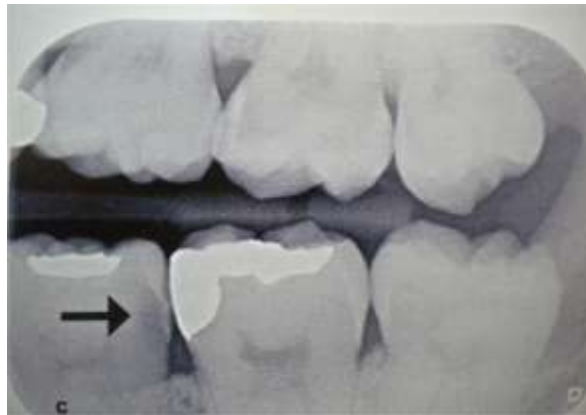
Radiographie rétro-coronaire mettant en évidence une lésion proximale de stade 2 dans la classification SiSta (Chala et coll., 2004)
